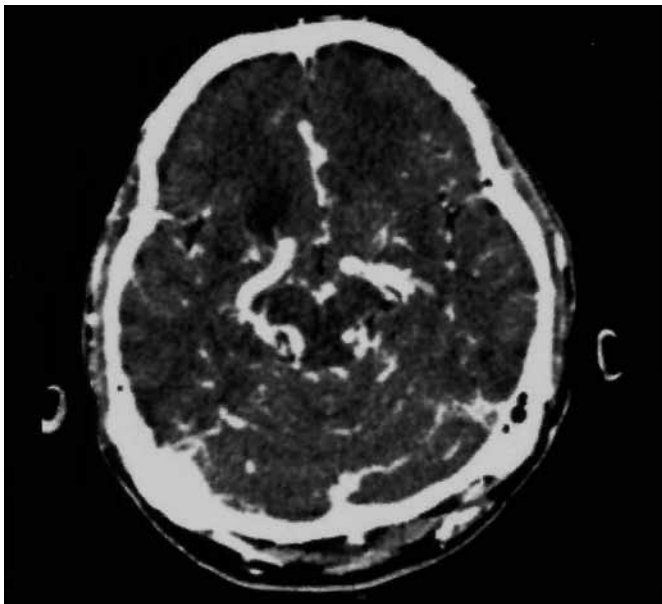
Meningitis + tuberculoma: tomografía de encéfalo en fase contrastada IV a nivel del mesencéfalo. Muestra engrosamiento y reforzamiento de las meninges, así como imagen hipodensa frontoparietal derecha compatible con tuberculoma.
